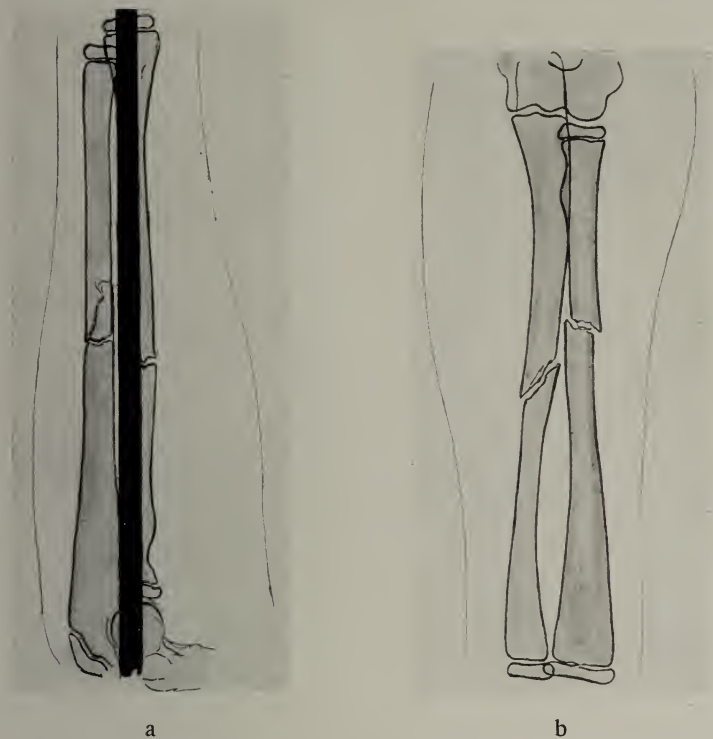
Röntgenbild zu Abb. 74. a) Lateral, b) ventro-dorsal
